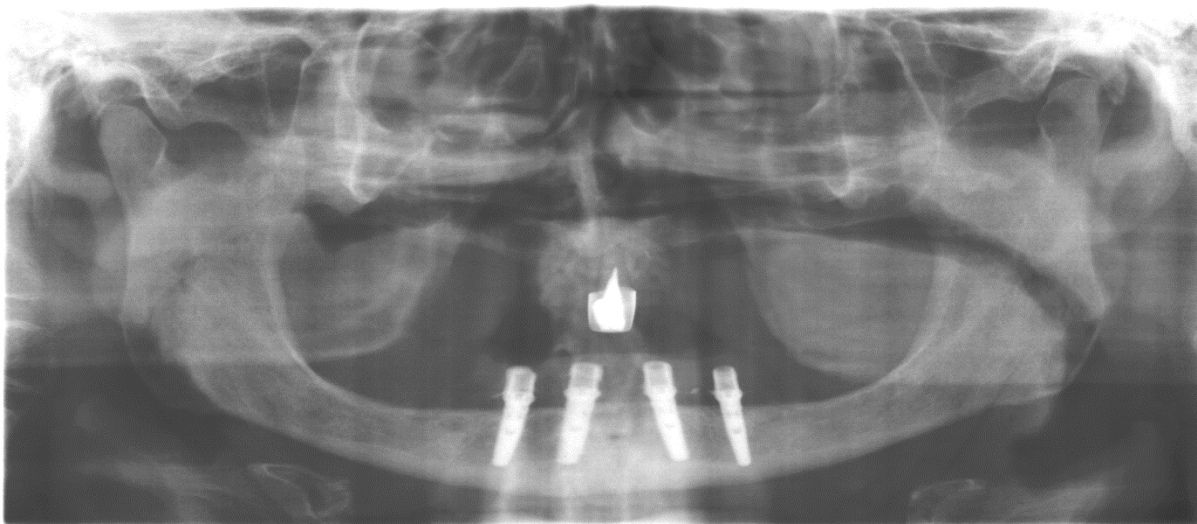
Ортопантомограма пацієнта С.пацієнта I групи через 6 місяців після імплантації
